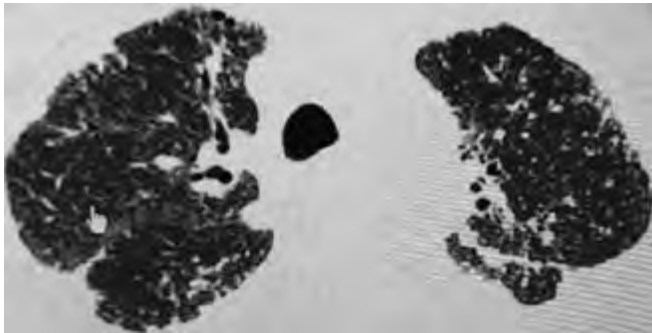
МСКТ легких: на фоне изменений легочного интерстиция определяются очаги, расположенные преимущественно субплеврально и перибронховаскулярно. Изменения больше выражены в верхних отделах, где очаги имеют тенденцию к слиянию. В задне-базальных отделах с обеих сторон, в передне-медиастинальных отделах справа определяются небольшие субплеврально расположенные воздушные полости.
